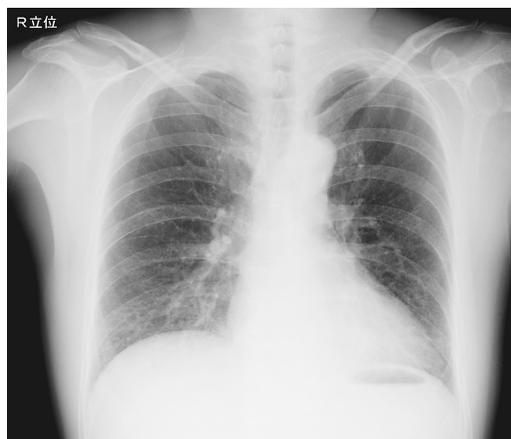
Chest X-ray film shows no pneumomediastinum, pneumothorax or pleural effusion.
